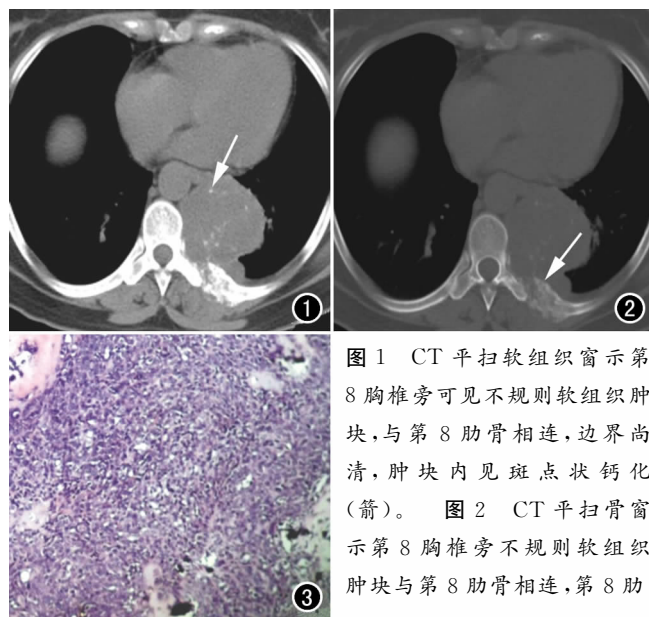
CT 平扫软组织窗示第 8 胸椎旁可见不规则软组织肿块,与第 8 肋骨相连,边界尚清,肿块内见斑点状钙化(箭)。图 2 CT 平扫骨窗示第 8 胸椎旁不规则软组织肿块与第 8 肋骨相连,第 8 肋
